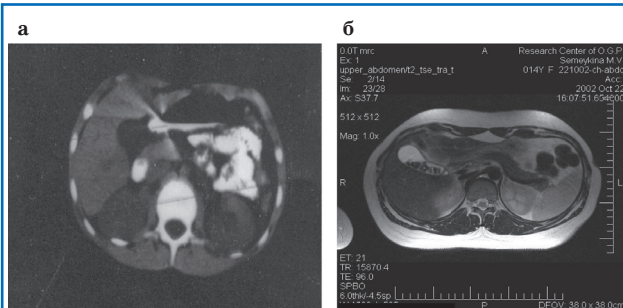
КТ: ЖП округлой формы (а); МРТ: ЖП заполнен неоднородным содержимым, в области шейки отмечается перетяжка, в полости множественные конкременты неправильной округлой формы (б).
